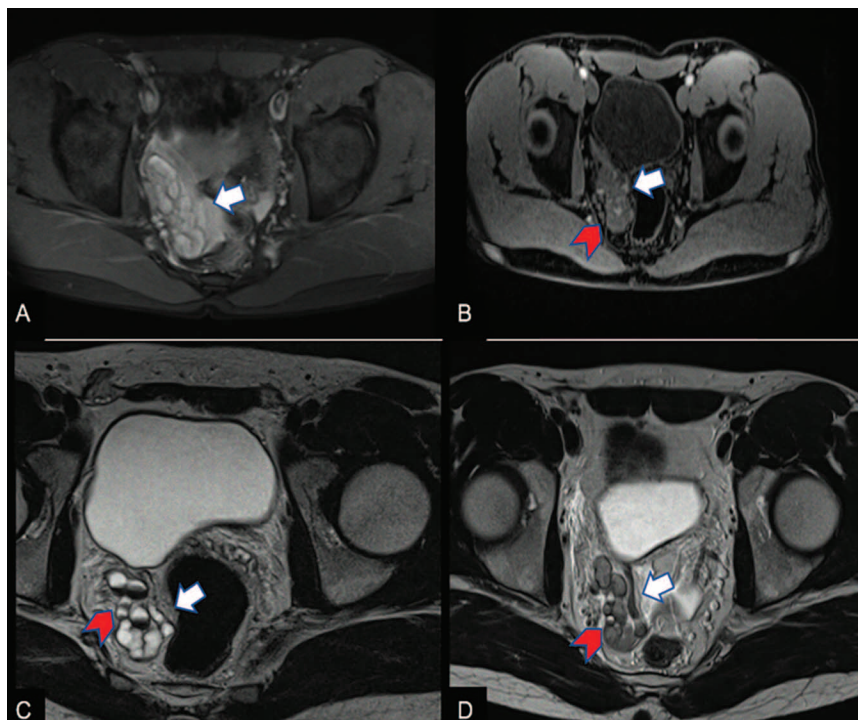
(А, В) Аксиальное T1 и T1 FS МРТ: кистозное расширение извитых семенных пузырьков справа (белая стрелка), со слабогиперинтенсивным сигналом на T1-ВИ, с формированием уровней (красная стрелка). (С, D) Аксиальное изотропное T2 и стандартное T2-ВИ МРТ: картина расширенных извитых семенных пузырьков справа (белая стрелка) в виде гипоинтенсивных на T2-ВИ изменений внутриспросветного содержимого с формированием уровней (красная стрелка)
